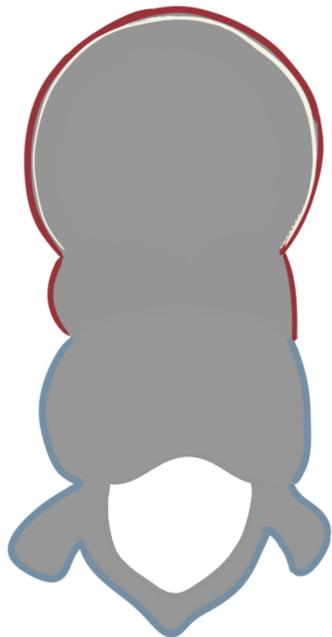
(TC abd sin cte) AAA roto con signo de “abrazo aórtico” (flecha).
